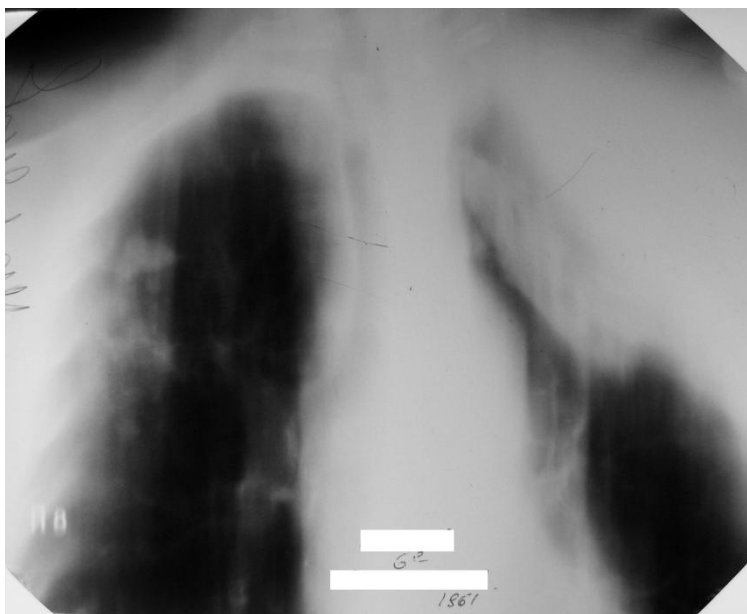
Томограмма пациента М. при выписке из стационара. Слева в верхней доле каверна не определяется, формирование фиброзно-цирротических изменений.
